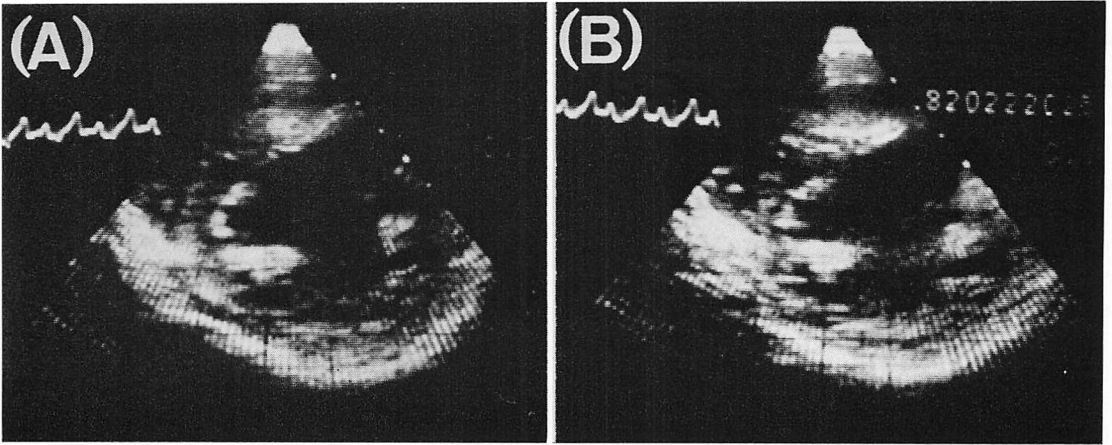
Short-axis two-dimensional echocardiograms of the left ventricle of the same case in Fig. 7.
